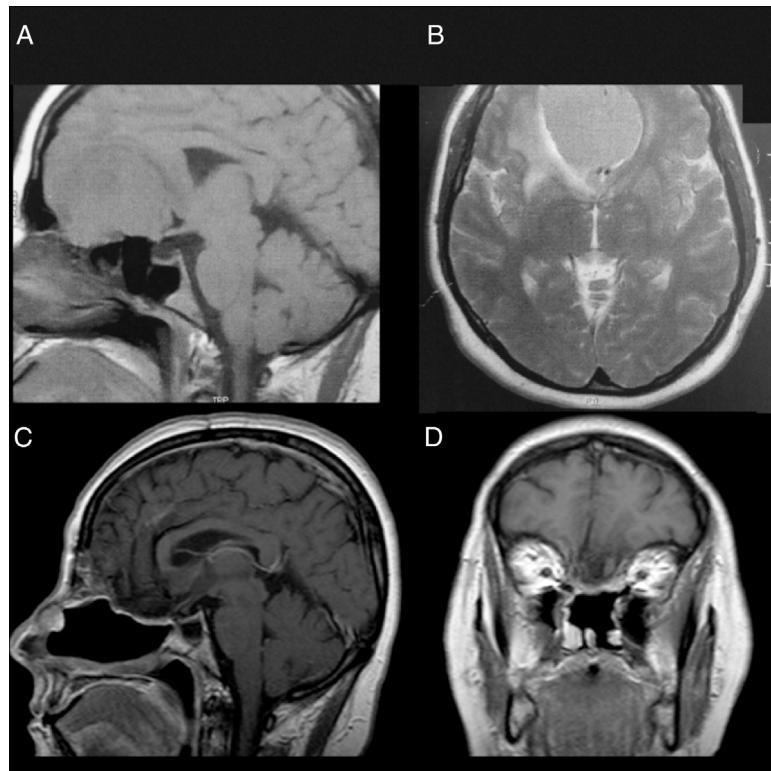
Paciente 1, sexo feminino, 49 anos. (A, B) RM pré-operatória sem contraste mostra grande lesão na fossa anterior com efeito de massa. As artérias cerebrais anteriores são deslocadas posteriormente e há invasão do etmoide anterior e posterior. (C, D) RM pós-operatória de quatro anos, com contraste, mostra ressecção total e sem sinais de recidiva tumoral ou herniação cerebral. Ambos os retalhos podem ser vistos com realce do gadolínio e preservação dos pedículos e viabilidade do duplo retalho endoscópico.
